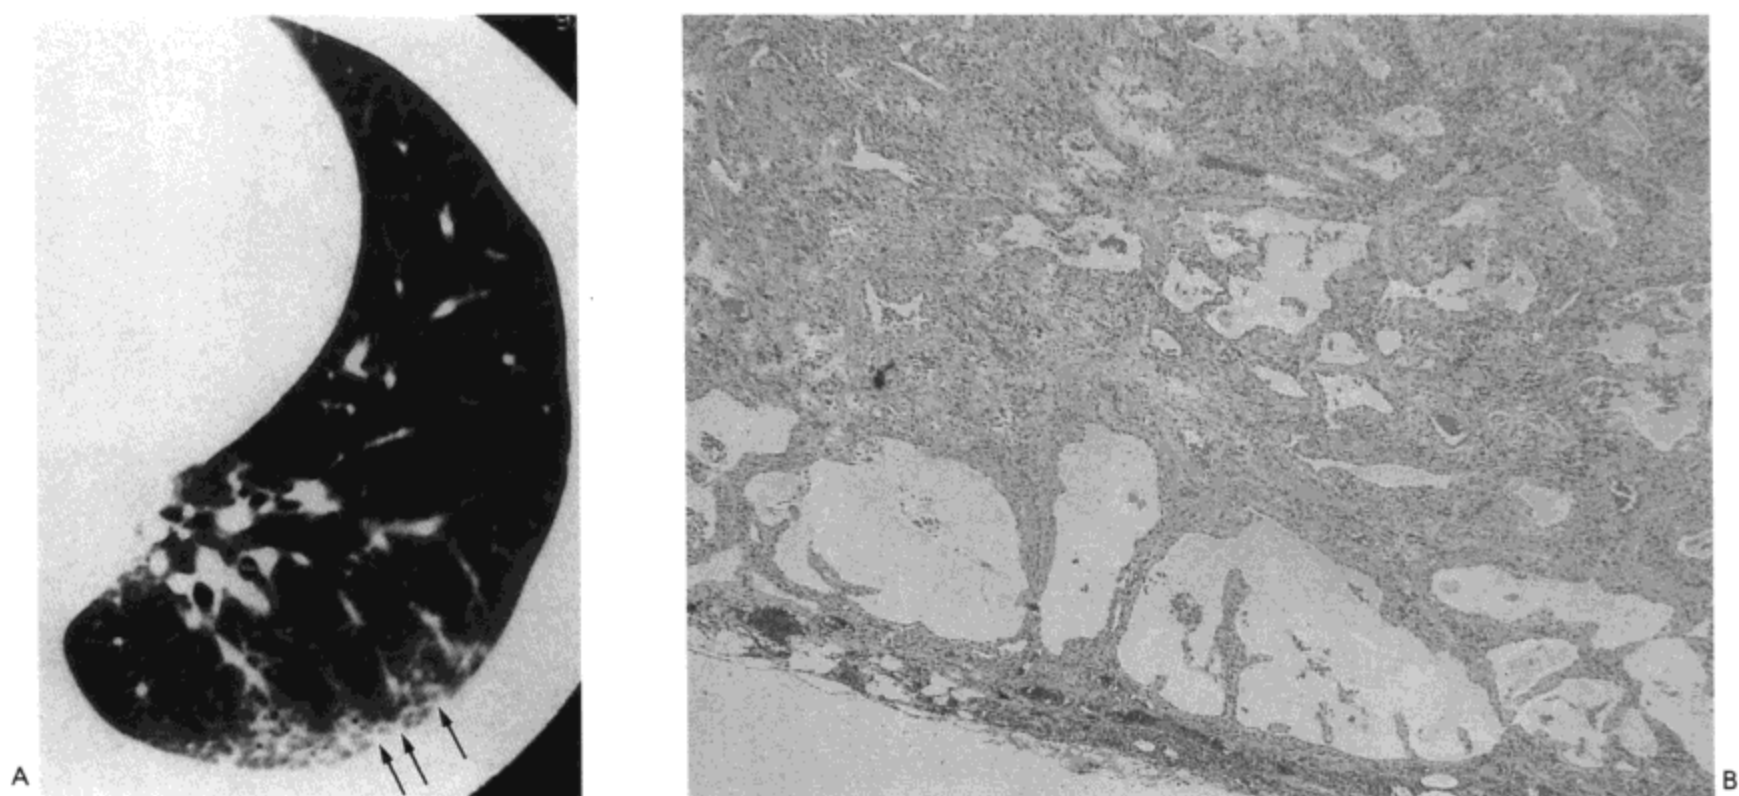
进行性系统硬化—寻常性间质性肺炎。A：左肺高分辨率CT显示左肺下叶后段与外侧段胸膜下小叶内网状影与磨砂玻璃影。B：光镜显微照像示胸膜下蜂窝样改变，不同严重程度间质纤维化，与轻度淋巴细胞浸润。标本的其他区域也有典型寻常性间质性肺炎的表现。病人为一35岁的女性（感谢日本Kumamoto, Kumamoto大学医学校第一内科的Kazuya Ichikado医生提供。）。
